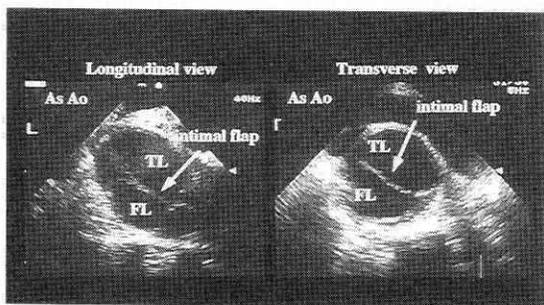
大動脈解離（Stanford A型）の経食道心エコー像
